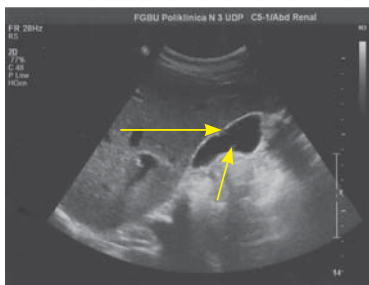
УЗИ желчного пузыря (БС 1-го типа – показан стрелками).
